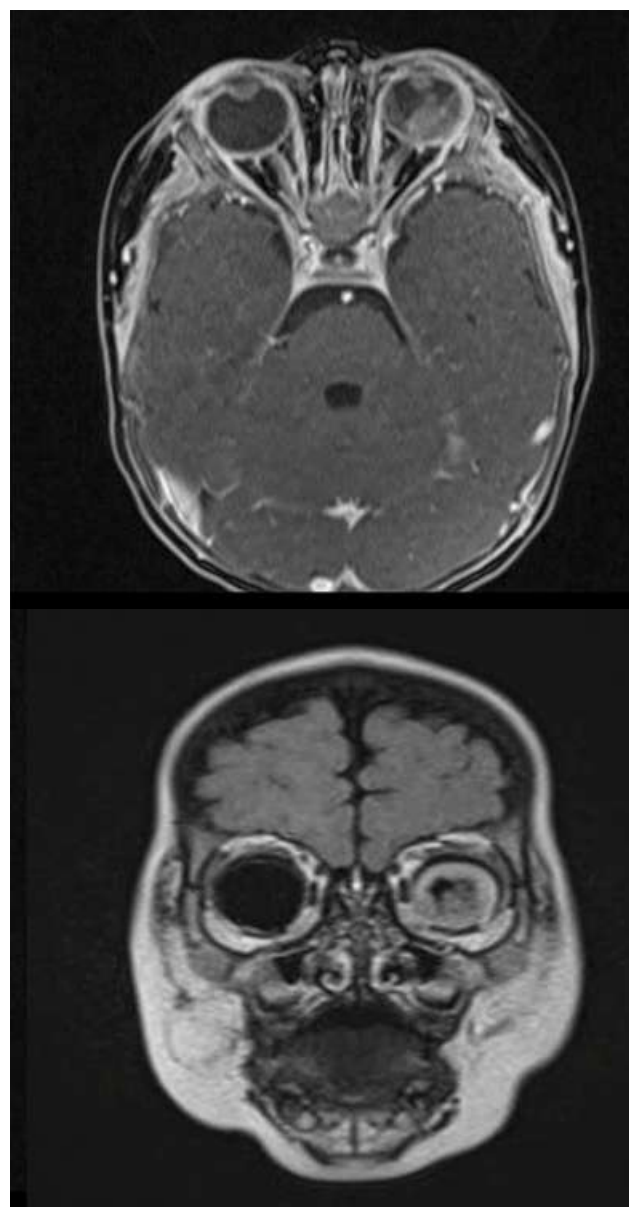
RM control de paciente con RB bilateral posterior a tratamiento focal en OI.
